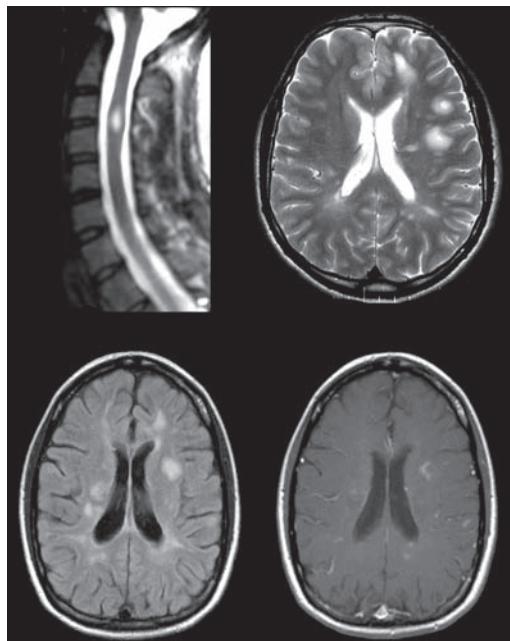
Sclérose en plaques. En haut à gauche : IRM médullaire en séquence T2, montrant un hypersignal intramédullaire, correspondant à une plaque en regard de C3-C4. En haut à droite : IRM cérébrale en séquence T2, montrant de multiples hypersignaux de la substance blanche, évocateurs de plaques de SEP. En bas à gauche : hypersignaux FLAIR, dont certains correspondent à des plaques récentes (prenant le contraste sur le T1 avec injection en bas à droite), d'autres à des plaques de plus de 3 mois (ne prenant pas le contraste).
